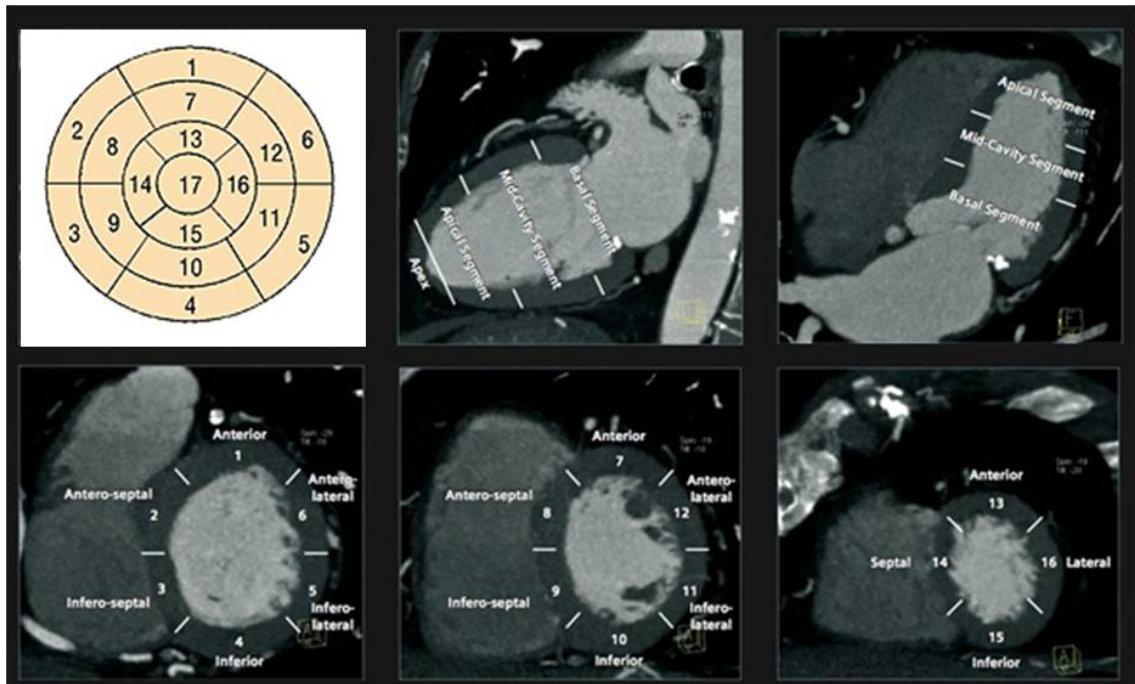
Imagem de TC orientada pelos eixos cardíacos e respectivas indicações dos segmentos cardíacos.
